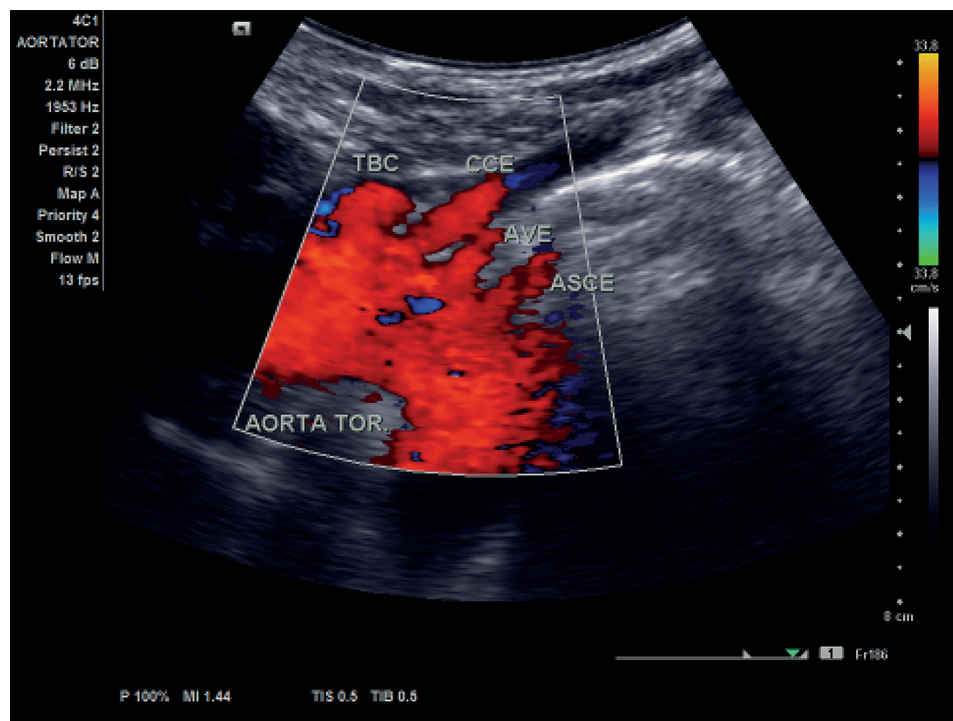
Corte longitudinal com transdutor convexo e o Doppler colorido demonstrando a variação anatômica da origem da artéria vertebral esquerda no arco aórtico, e as origens dos demais vasos dos troncos supra-aórticos. TBC: Tronco Braquiocefálico; AVE: Artéria Vertebral Esquerda; ASGE: Artéria Subclávia Esquerda; CEE: Carótida Externa Esquerda.
